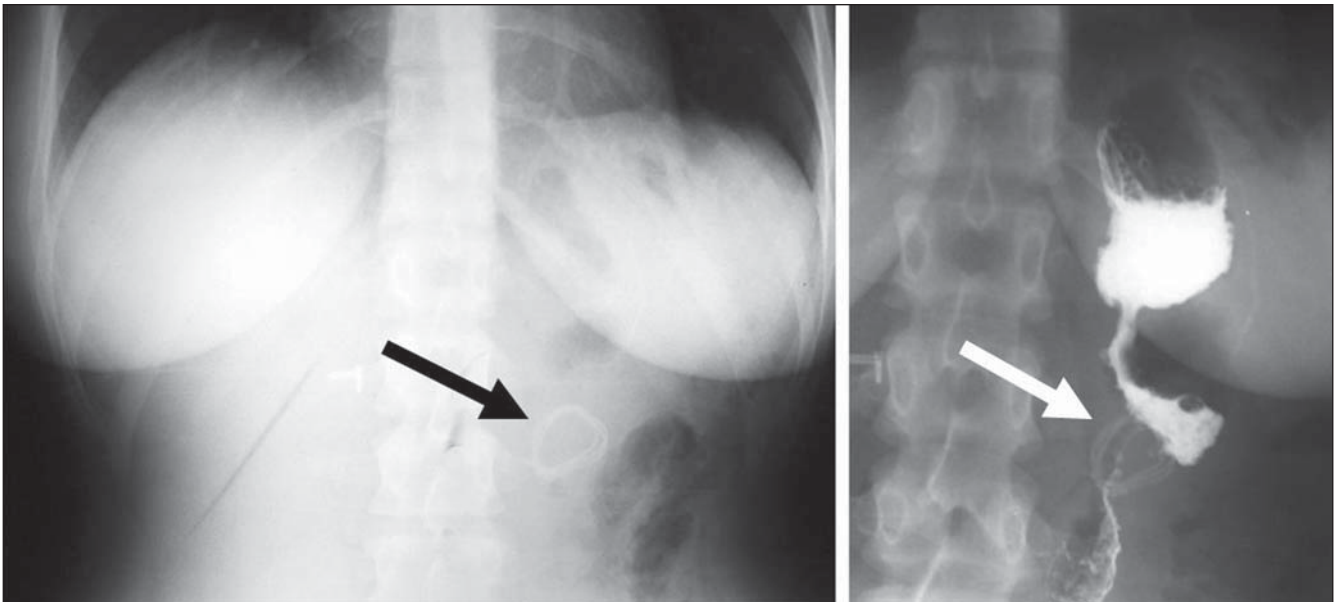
Radiografias em pósterio-anterior mostrando o deslocamento caudal do anel (setas).
